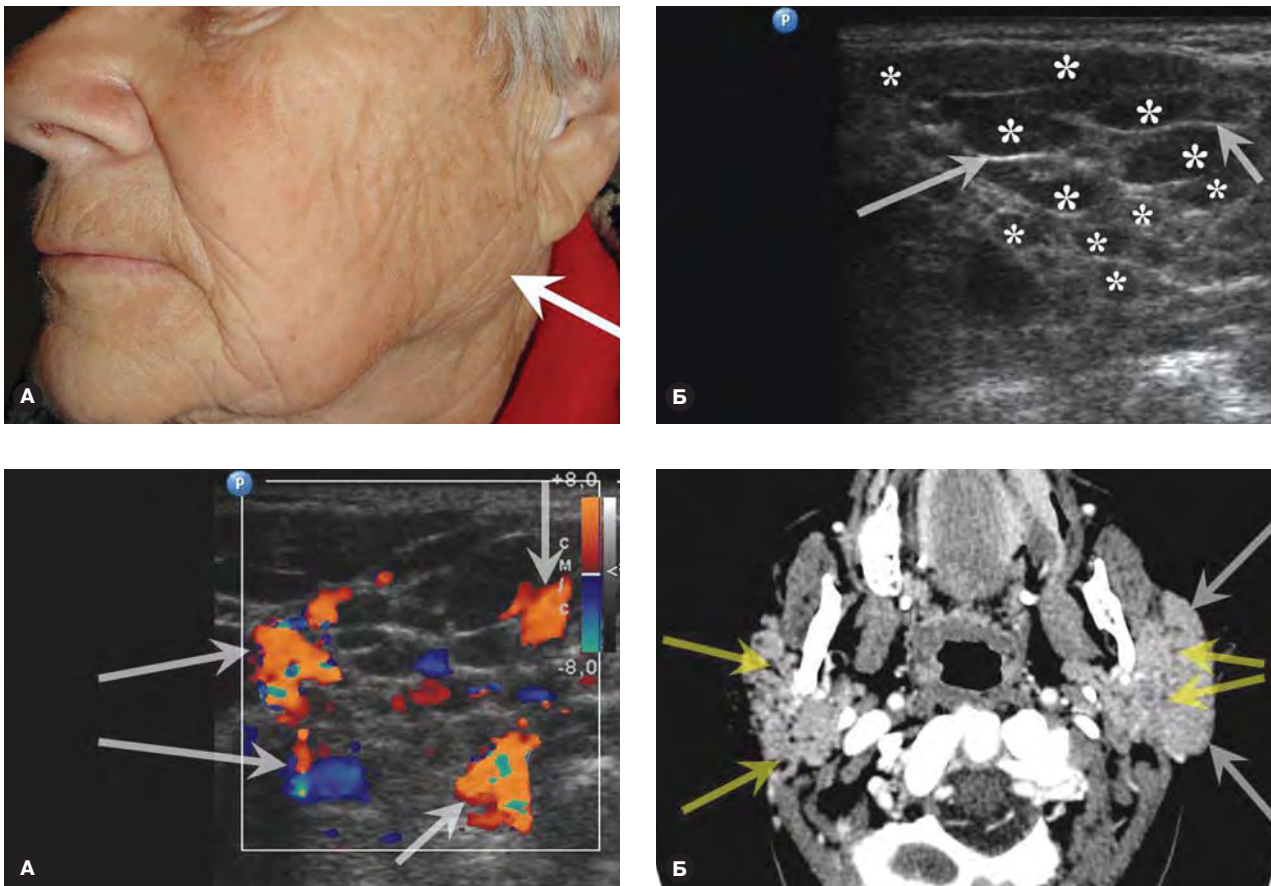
Доброкачественное лимфоэпителиальное поражение околоушной слюнной железы, симулирующее наличие опухоли. А – на фотографии имеется образование в проекции околоушной слюнной железы (отмечено стрелкой). Б – на сонограмме в В-режиме определяется увеличенная в размерах околоушная железа с множеством анэхогенных участков в виде «сот» (обозначены белыми звездами), которые имеют четкие границы, ровные контуры и различные размеры, отделенные гиперэхогенными септами (белые стрелки). В – при ЦДК отмечается гиперваскуляризация паренхимы железы. Г – на МСКТ с в/в контрастированием отмечается значительное увеличение размеров левой околоушной железы (белые стрелки) с наличием множества гипоинтенсивных участков (желтые стрелки) в паренхиме обеих околоушных желез.
